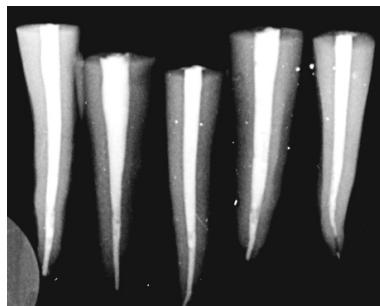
Radiografía periapical de conductos obturados.
